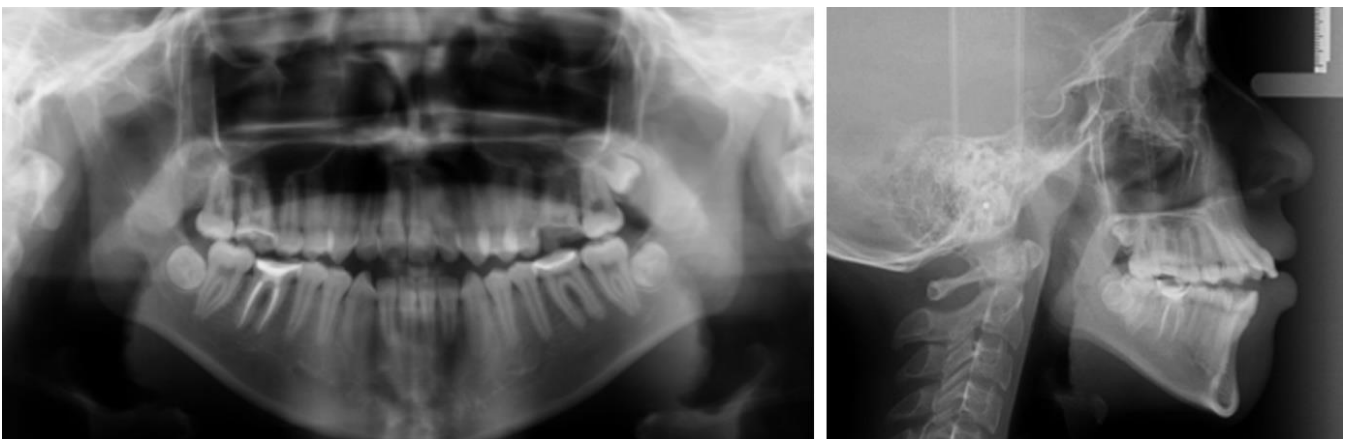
Radiografías panorámica y lateral de cráneo iniciales.
